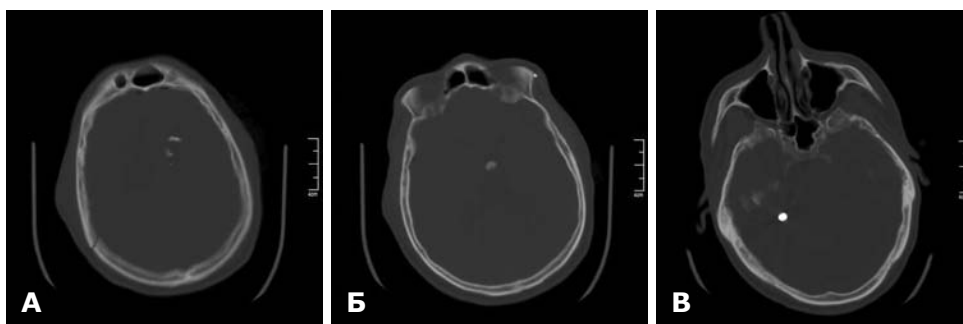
СКТ головного мозку до операції. Кістковий режим. А — кісткові фрагменти в лівій лобовій частці; Б — кістковий фрагмент в III шлуночку; В — металевий уламок над наметом мозочка праворуч.
